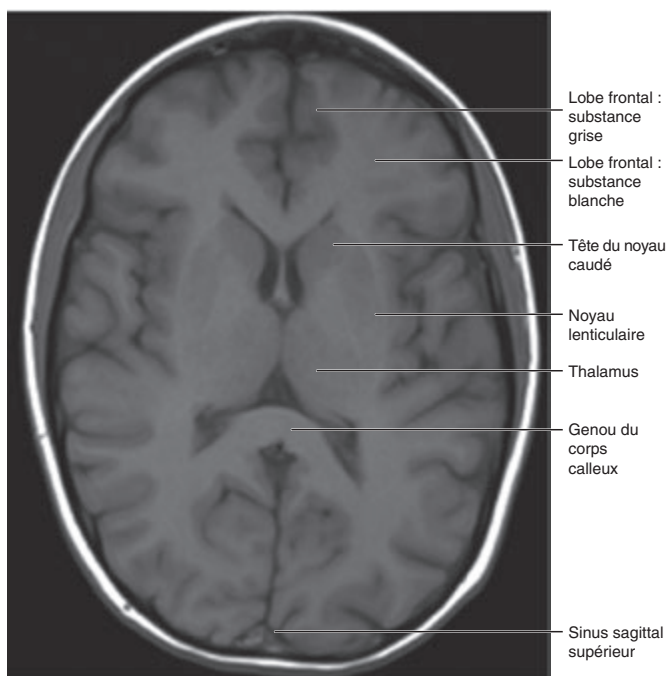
IRM, coupe transversale-médiane du cerveau, pondération T1.
